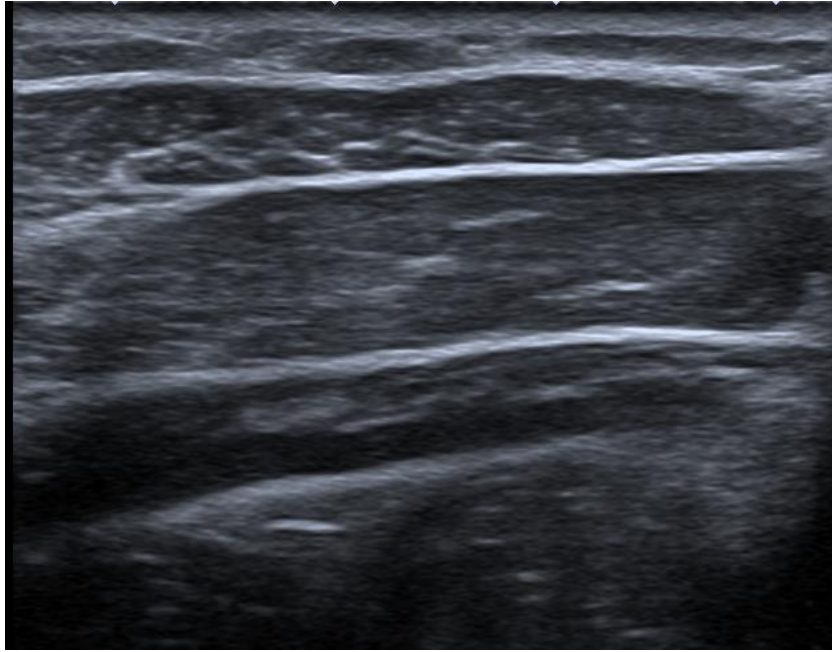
Ecografía de pared abdominal en rotación izquierda.
